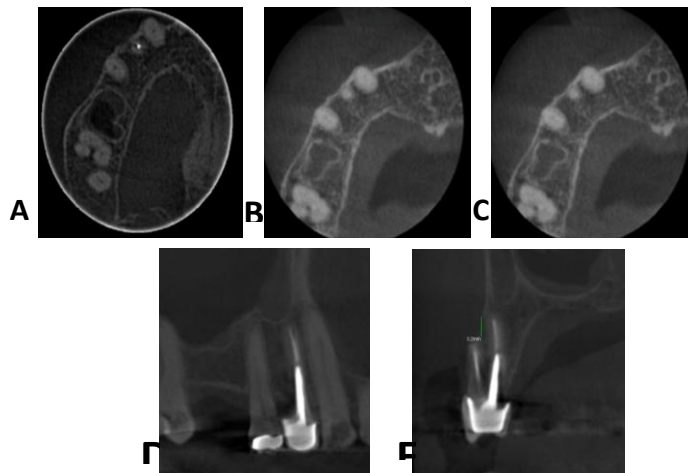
Imágenes tomográficas de lesión periapical en plano axial en perímetro. Pre (A), Pos (B), 3 Meses (C). Medidas del área de la lesión (alto x ancho). Corte sagital (A), Corte coronal (B).
